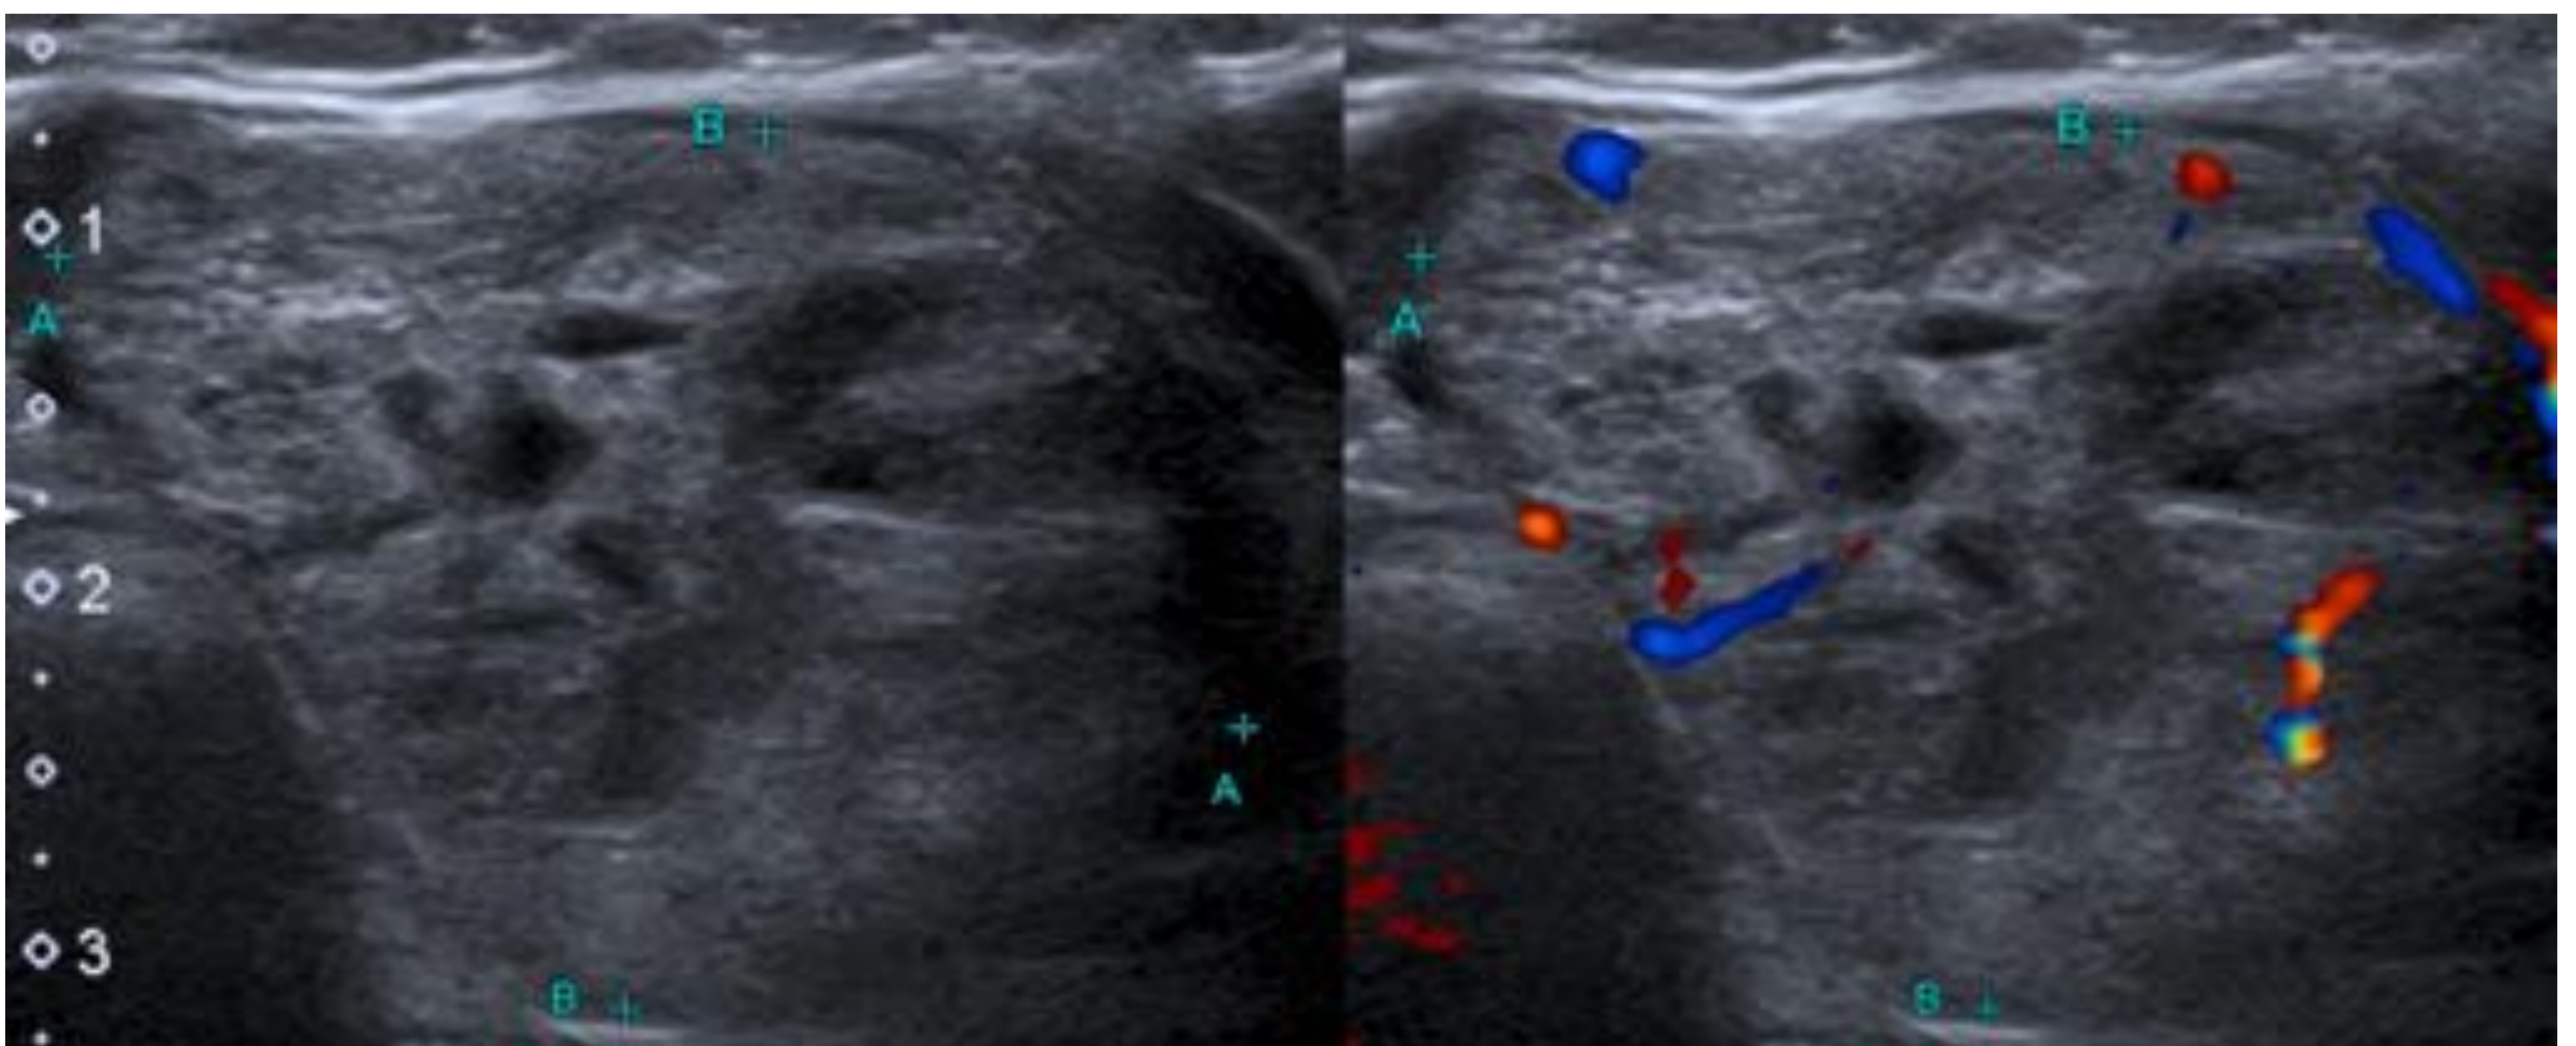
Bocio adenomatoso multinodular. Aumento del tamaño de la glándula tiroides a expensas del lóbulo tiroideo izquierdo (35,4 x 24,6 x 61,6 mm), donde observamos varios nódulos de gran tamaño, principalmente isoecogénicos, aunque con áreas hipoeogénicas en su interior. El halo hipoeogénico circundante, sus límites bien definidos y la escasa vascularización en el estudio Doppler (predominantemente periférica) sugieren benignidad de los hallazgos.
